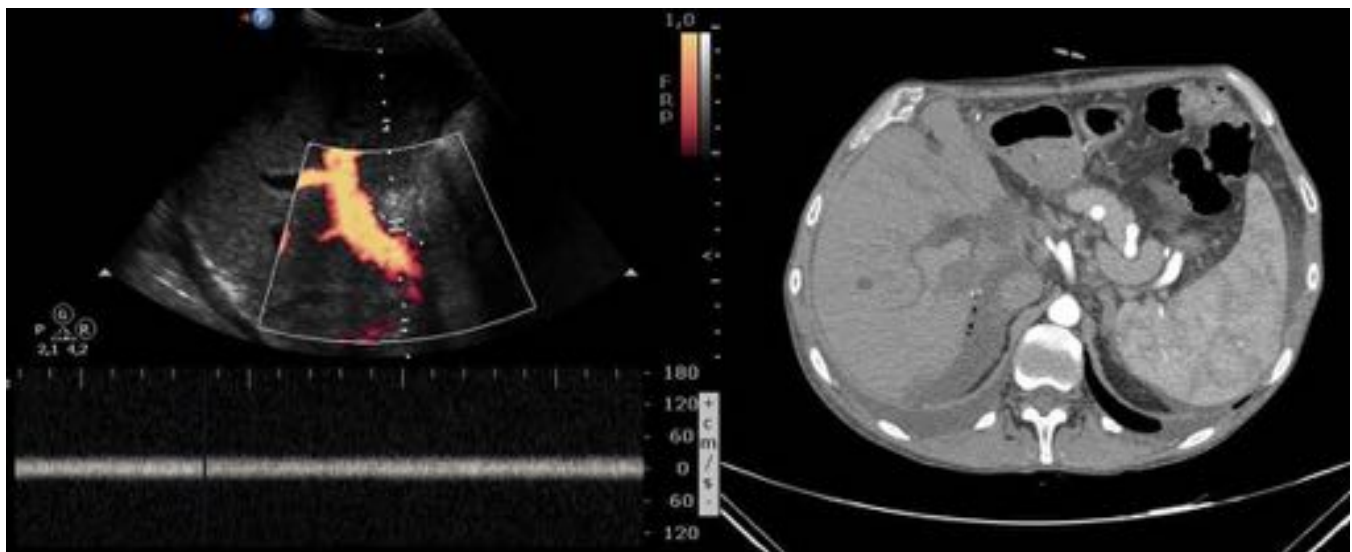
Fig. 11. Trombosis de la arteria hepatica extrahepática, imagen US Doppler y TC.
